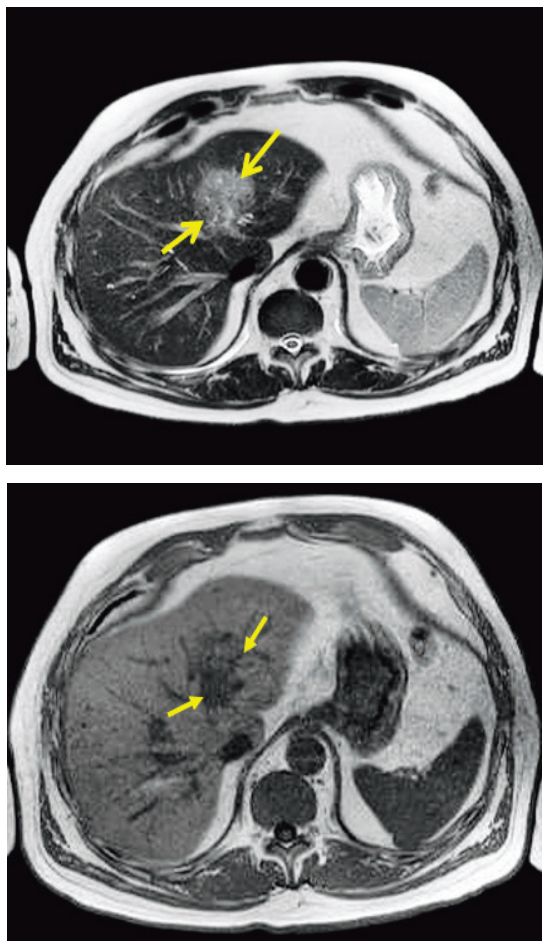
Пациент Ч., 68 лет, МРТ: в левой доле печени на границе 3 и 4 сегментов имеется неправильной формы зона неоднородной бесструктурной паренхимы без четких границ. Заключение: опухоль печени (?)
